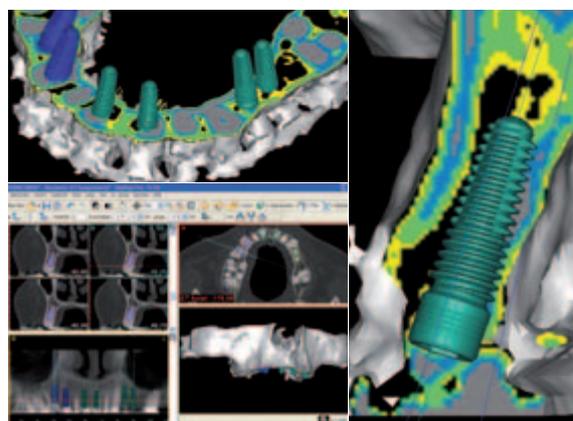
3-D-Planung mittels CT-Daten und Simplant Materialise Programm.
